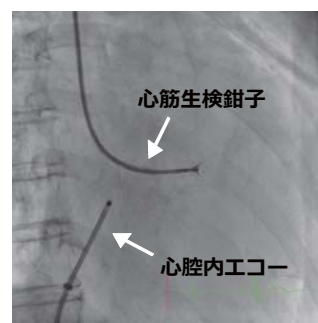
心腔内エコーガイド下に心筋生検を施行した
